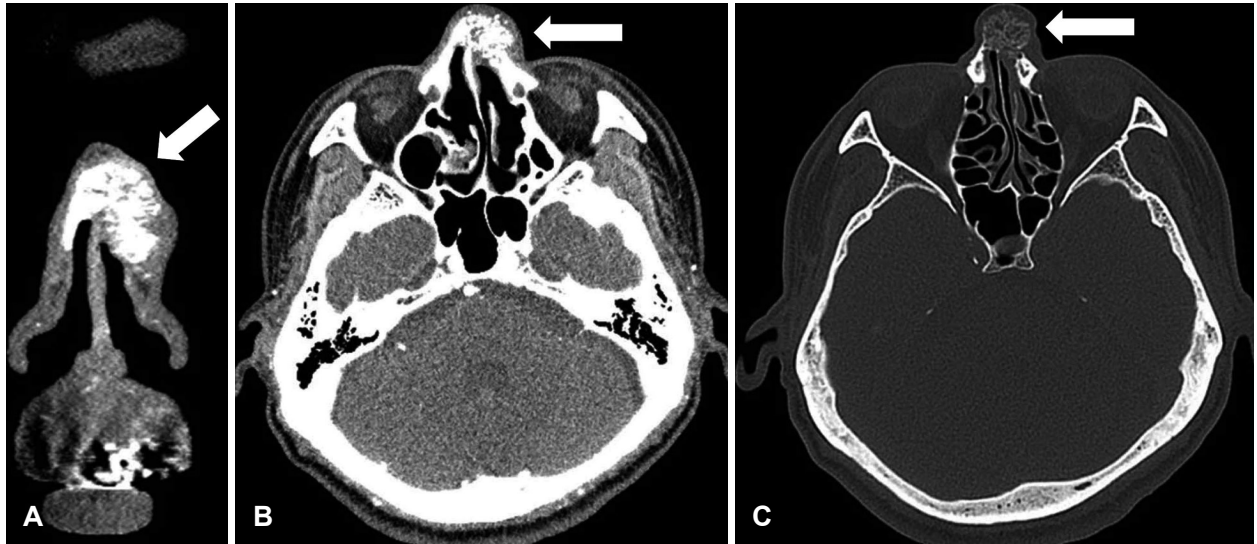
Pre-operative computed tomography images. Preoperative coronal (enhanced view) (A). Preoperative axial (enhanced view) CT scan demonstrated 2.5×2 cm sized round lesion (white arrow) arising from the nasal bone. Honeycomb-shaped high bony density lesion on the nasal dorsum can be observed (B and C).
